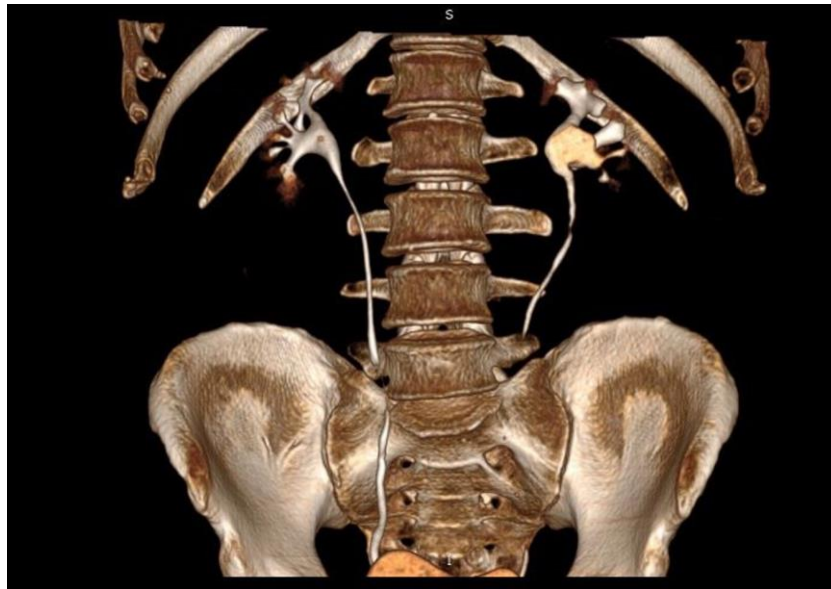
Экскреторная фаза контрольной томографии, выполненной пациенту X. через 30 месяцев после операции: функция оперированной почки сохранена, своевременна и адекватна
